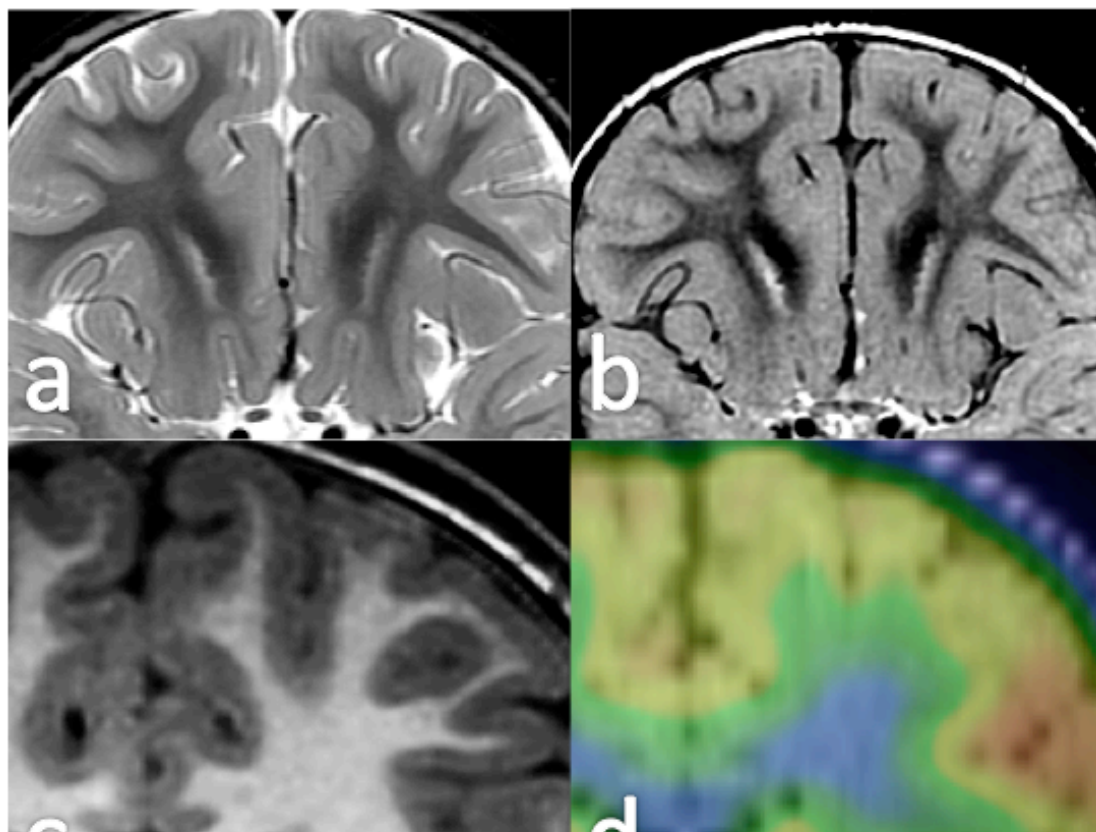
DCF-FS frontal izquierda interpretada como negativa en el estudio estructural. La fusión PET-RM (d) muestra disminución del metabolismo en el fondo del surco frontal superior izquierdo. El análisis retrospectivo de la RM muestra BORR en la secuencia T1 (c) y una HST en la secuencia T2 (a) y FLAIR (b).
